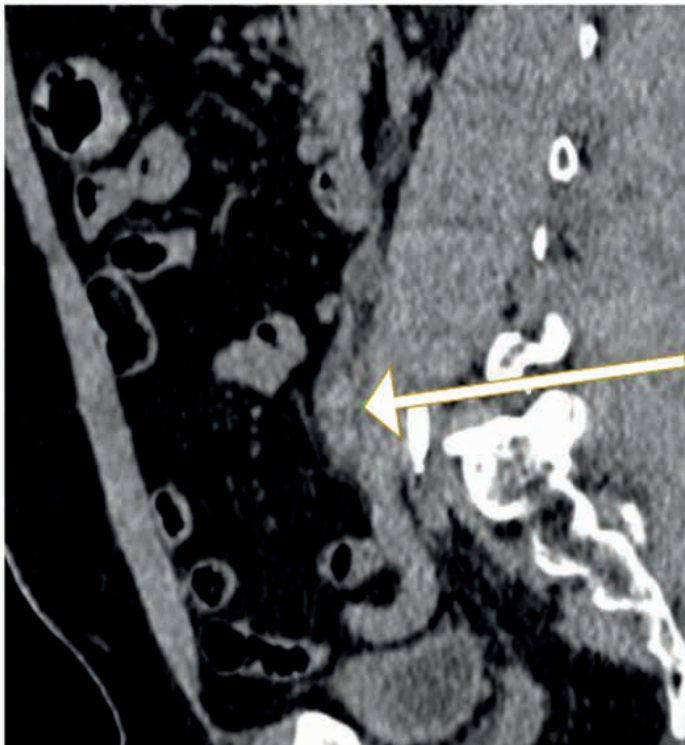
Imagem de Tomografia Computadorizada do abdome sem contraste em corte sagital evidencia dilatação ureteral à direita (seta).
